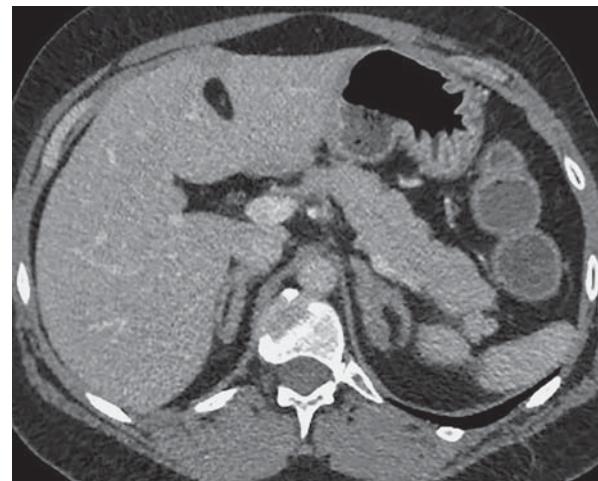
Гиперплазия надпочечников при гиперкортицизме. КТ с внутривенным контрастированием. Оба надпочечника увеличены в размерах, контур их волнистый.
